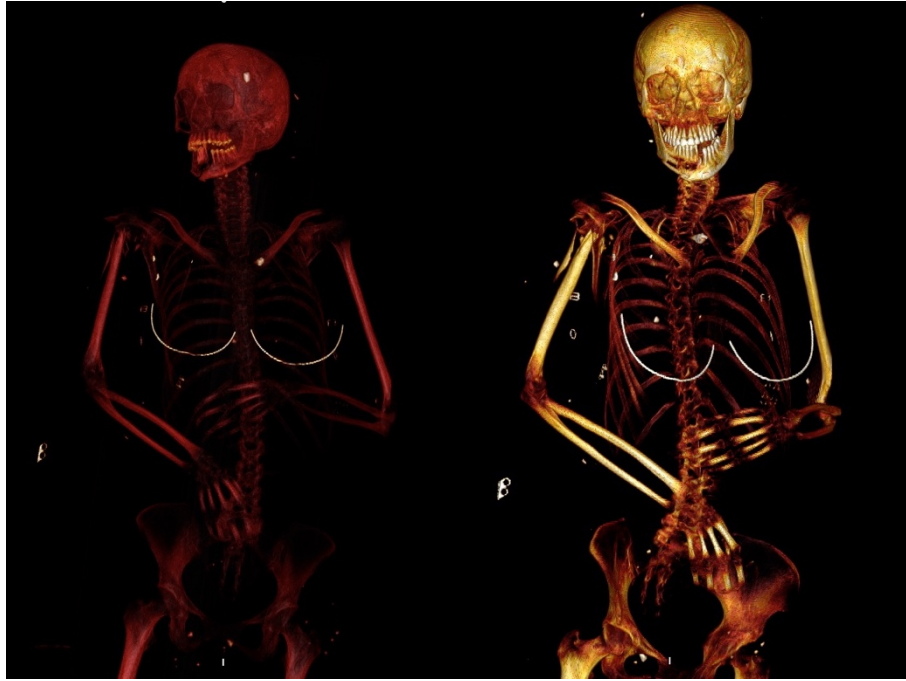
TC primo cadavere con visualizzazione dei proiettili ritenuti.
